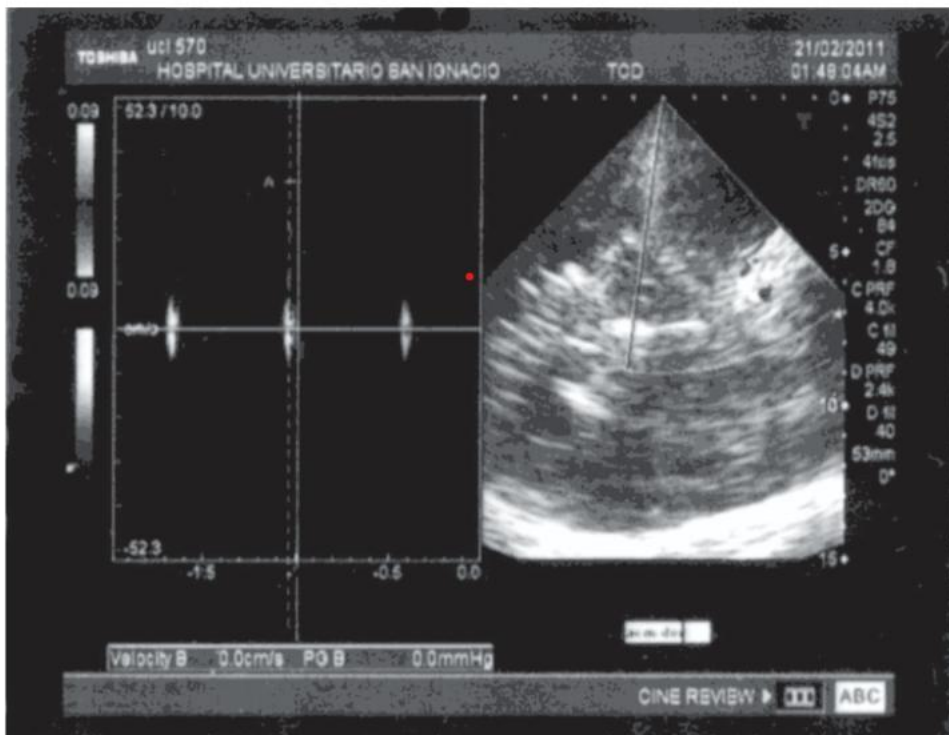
Doppler transcraneal en muerte encefálica
